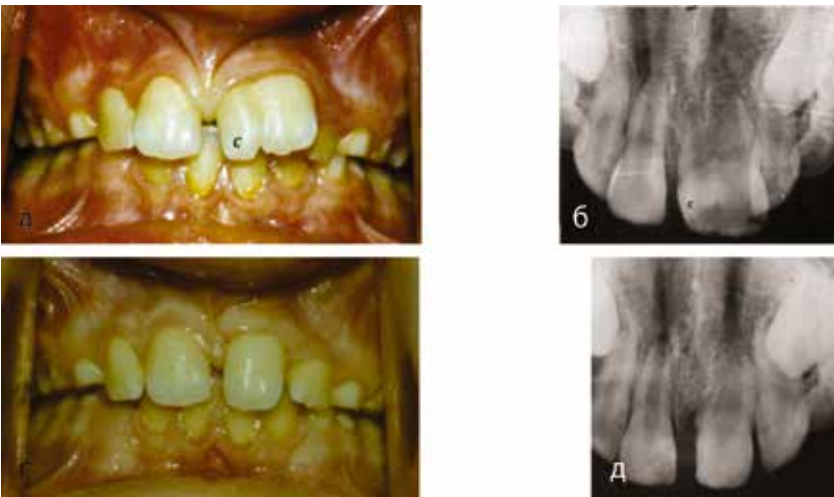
Фото прикуса и прицельных рентгенограмм пациентки Г., 9 лет, мед. карточка № 116.
